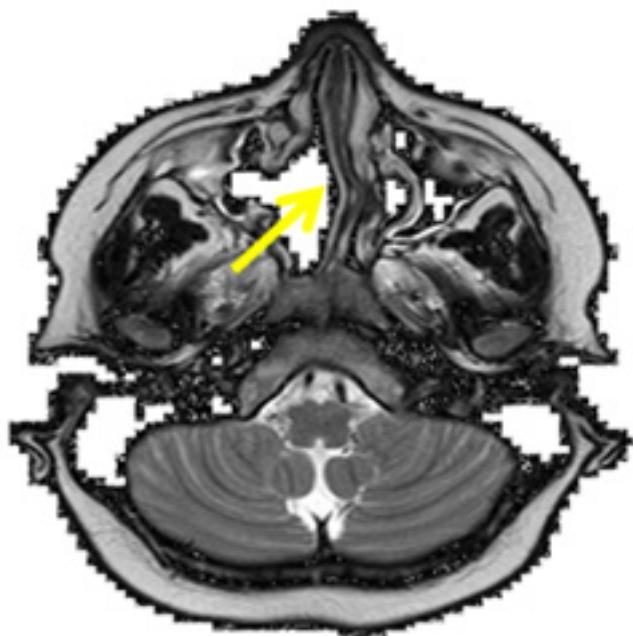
КТ-сканы околоносовых пазух пациента Я. (стрелкой указаны послеоперационные изменения)
